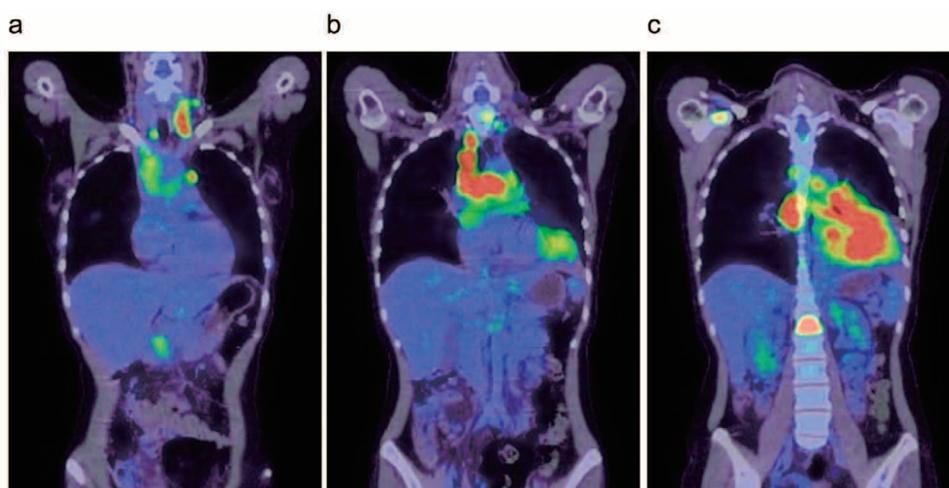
PET-CT：以下の部位に SUVmax 16.23までの FDG 集積を認めた。(a) 左頸部リンパ節, (b) 肺門・縦隔リンパ節, (c) 左下葉腫瘤, 右肩甲骨, 腰椎
